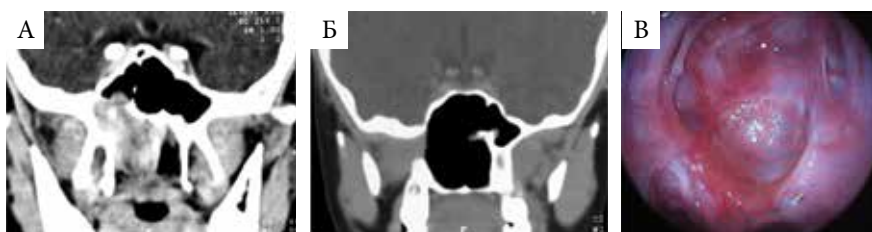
Результаты динамического обследования пациента Б.: А – МСКТ, коронарная проекция с контрастным усилением перед первой операцией: опухоль занимает всю правую половину носоглотки и частично клиновидную пазуху; Б – МСКТ, коронарная проекция после повторной операции – данных за резидуальную опухоль нет; В – вид клиновидной пазухи после повторной операции, 0° эндоскоп
